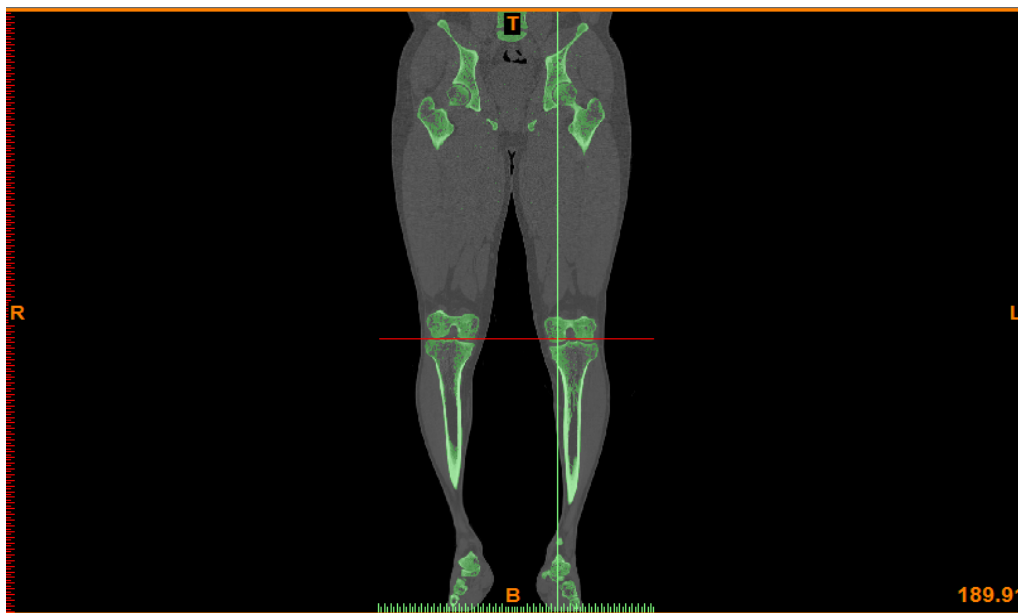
Vista en plano frontal de las tomografías computarizadas que abarcan desde el maléolo medial de la tibia hasta la segunda vértebra lumbar.
